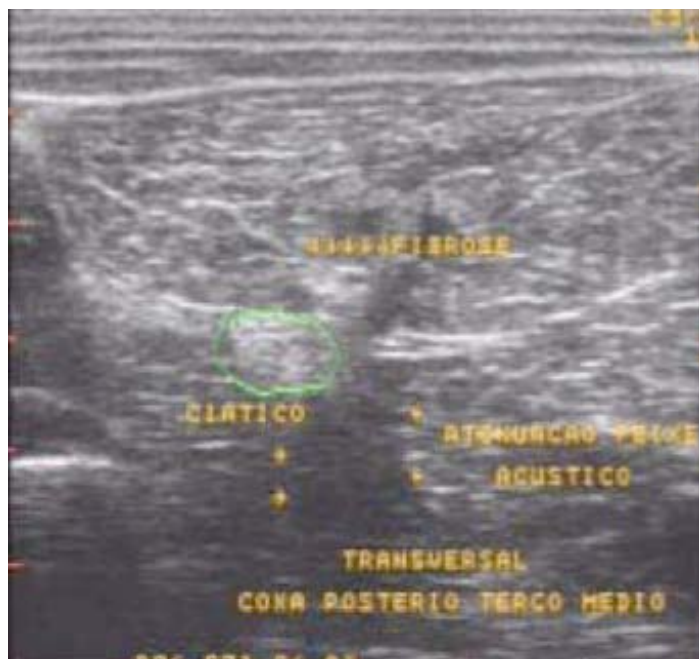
Imagem de ultrasonografia da musculatura da parte posterior da coxa demonstrando lesão em fase final de cicatrização.
